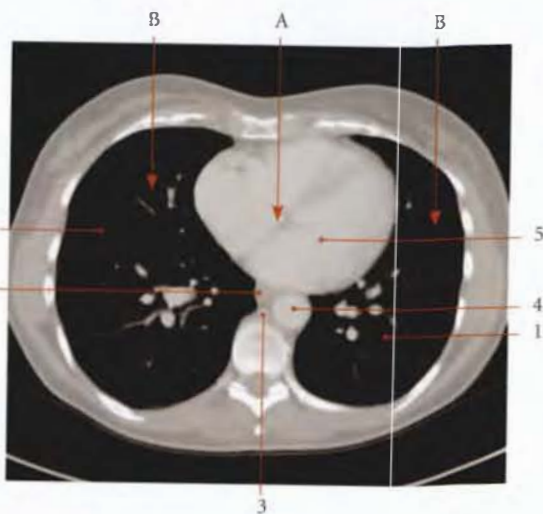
Topographie interne du thorax : coupe axiale transverse TDM (cliché Dr Th. Diesce)
